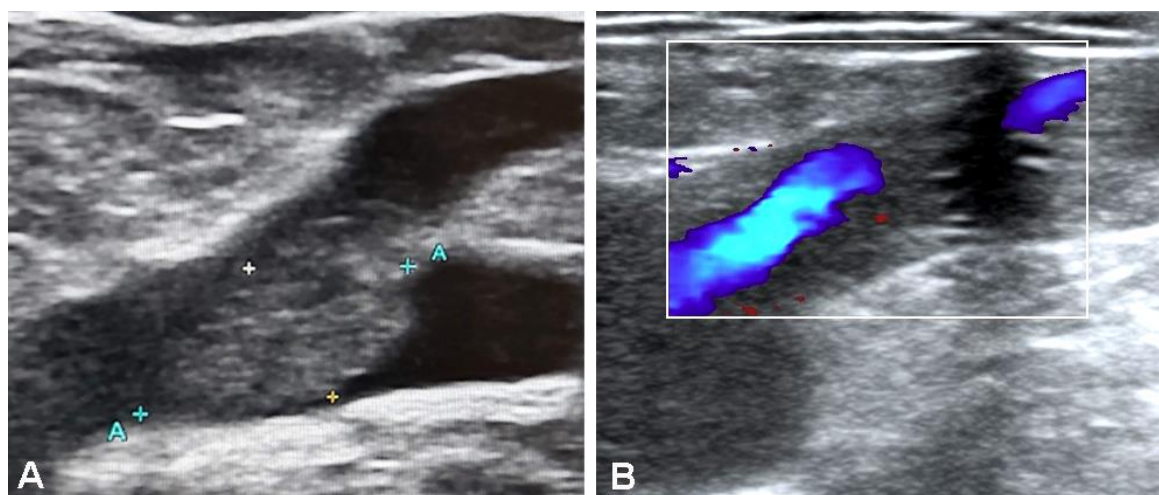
Imagini ecografice ale JSF la un pacient cu VTF acută tip III C Verrel-Steckmeier (A – la inițierea tratamentului medicamentos; B – la interval de 30 de zile)
